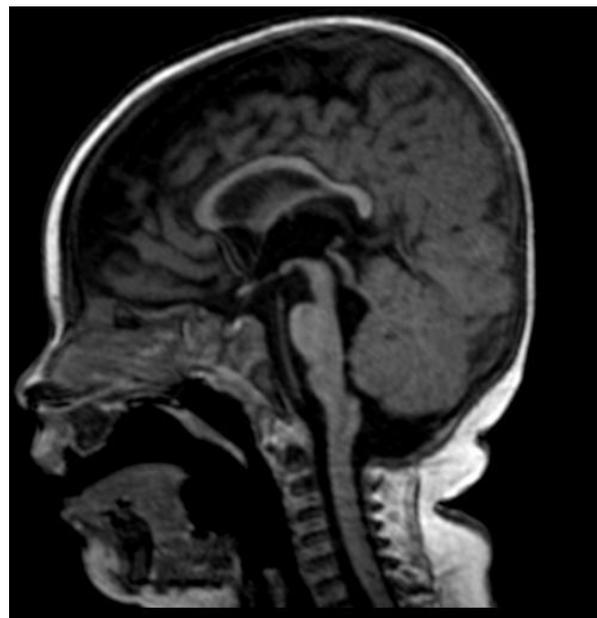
e 15 RM del paziente 2 effettuate presso l'Ospedale di Cisanello di Pisa
